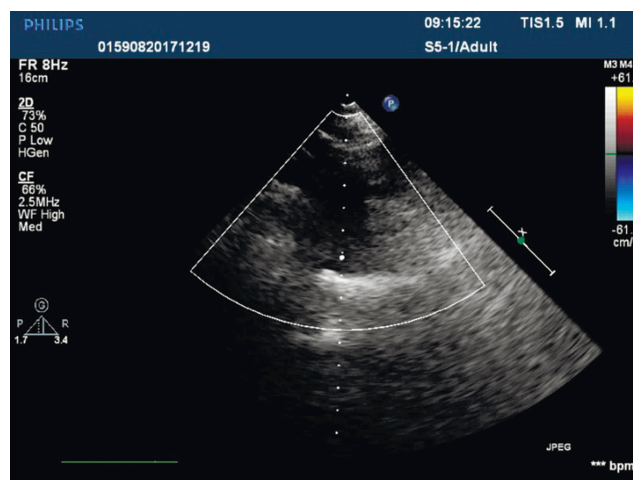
Чреспищеводная эхокардиография. Двустворчатый аортальный клапан
